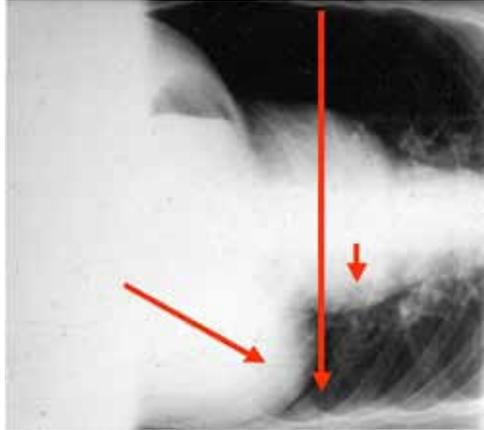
Radiografía de tórax en posición decúbite lateral derecho. Se observa que la acción del pulmón supralateral, el mediastino y las vísceras abdominales (flechas rojas) consiguen una desinsuflación del pulmón infralateral.
